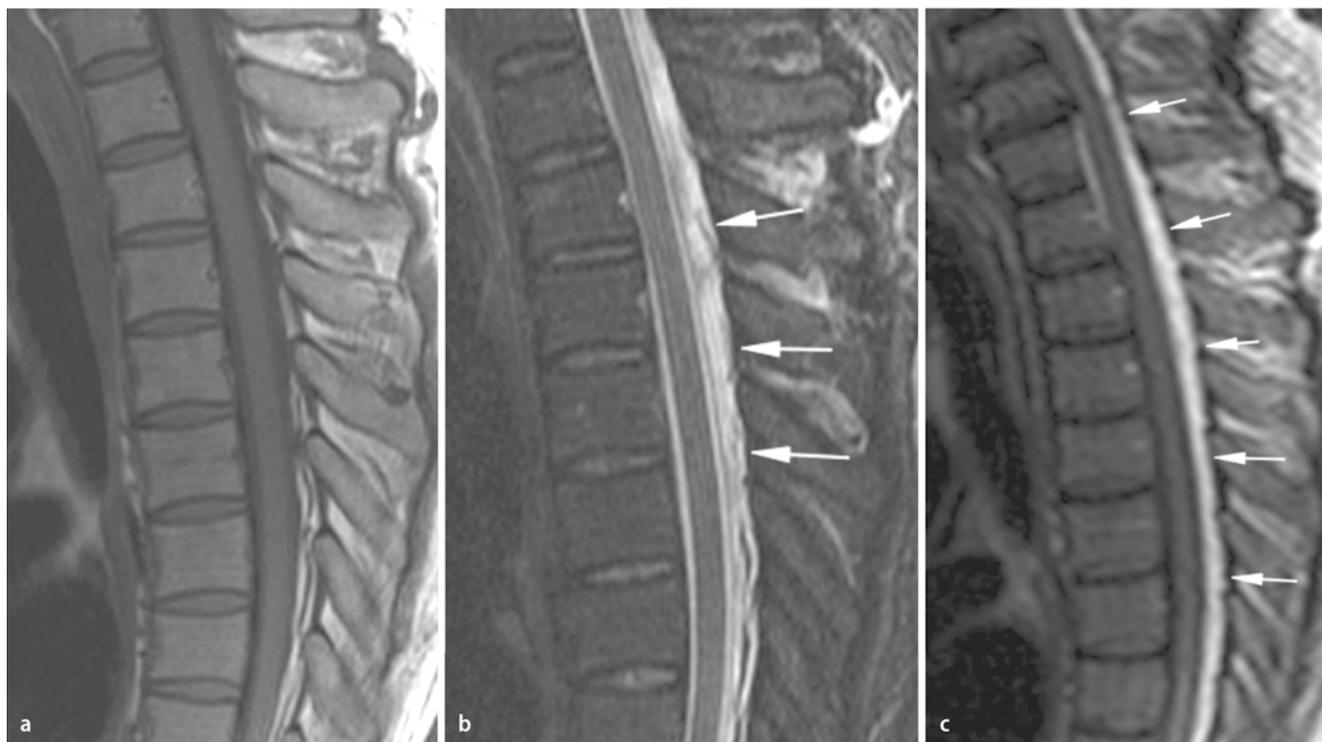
▲ Spinales epidurales Hämatom dorsal des Spinalkanals über die gesamte BWS. Das Hämatom ist hypo- und hyperintens in den T1-Sequenzen (a) und hyperintens in den T2-Sequenzen (b). Die genaue Ausdehnung ist allerdings in beiden Sequenzen nicht zu erkennen. Die FLAIR-Sequenz zeigt die genaue Darstellung der Ausdehnung des Hämatoms (c). FLAIR „fast imaging with steady state precession“
